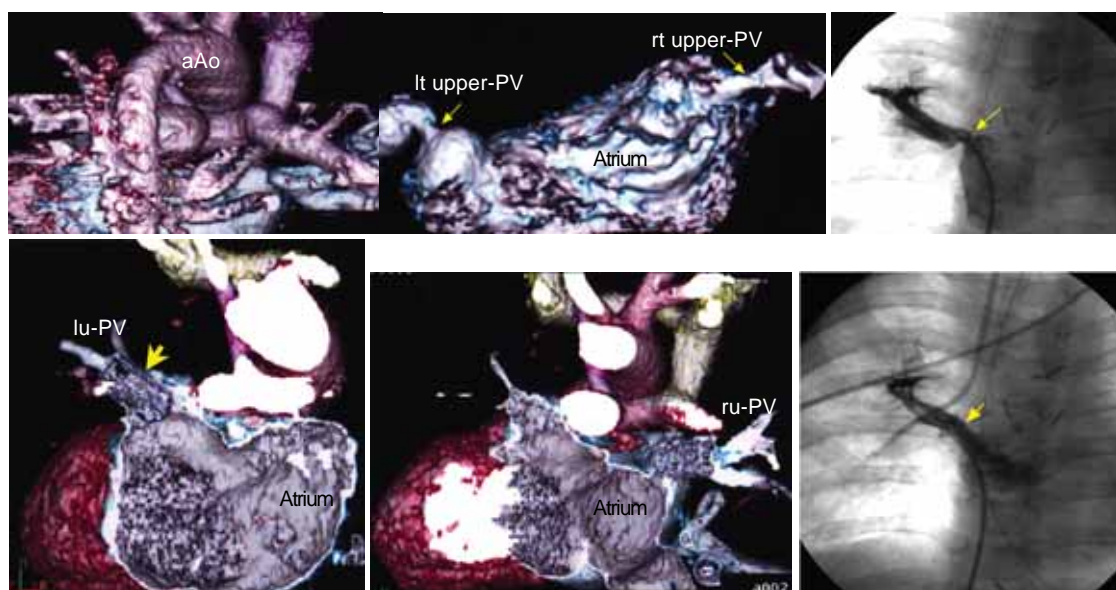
A-1, A-2, recurrent pulmonary vein stenosis in an infant with asplenia and total anomalous pulmonary venous drainage type IV (Ia + IIb, case #10). Arrows indicate pulmonary vein stenosis. A-3, pulmonary venograms of the same patient. B-1, B-2, helical CT angiograms of the patient after stent implantation. Arrows indicate stents. B-3, pulmonary venograms of the same patient after stent implantation. Arrows indicate stents.
